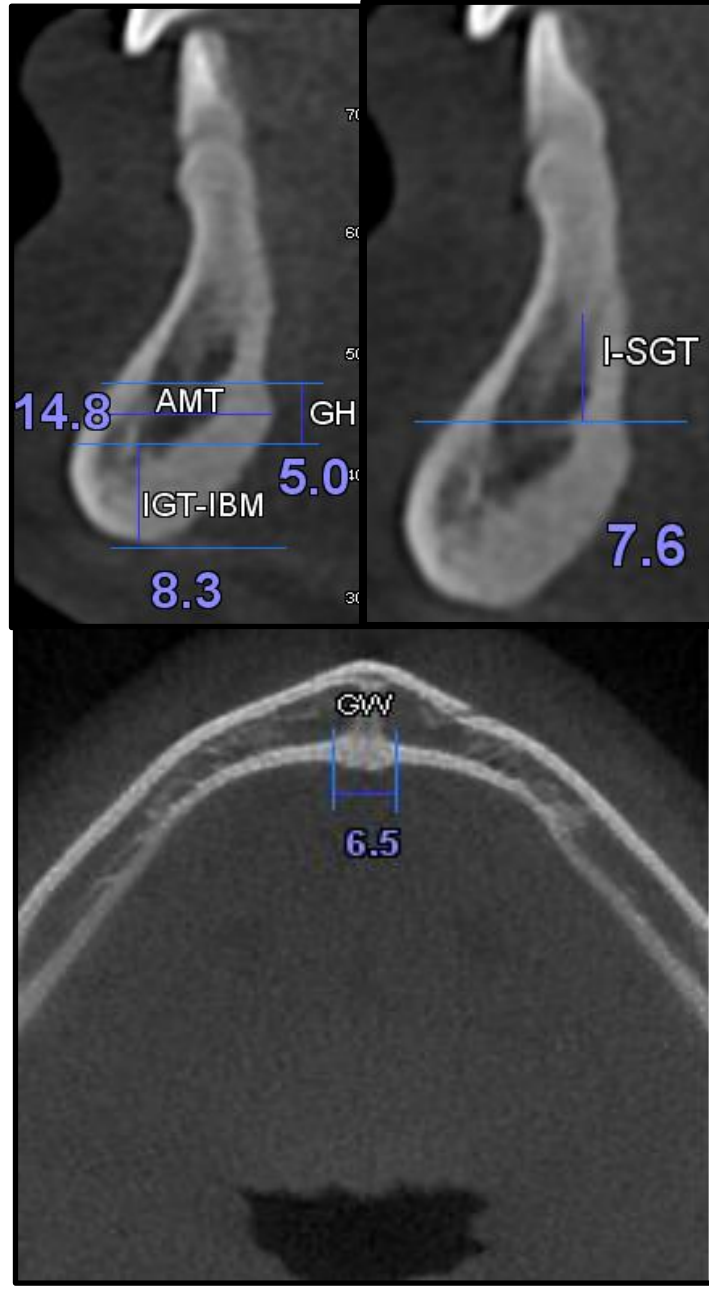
Newtom 3G konik ışınli bilgisayarlı tomografi cihazıyla alınmış KIBT datalarından elde edilmiş olan koronal (A), sagital (B), aksiyel (C) kesitler
